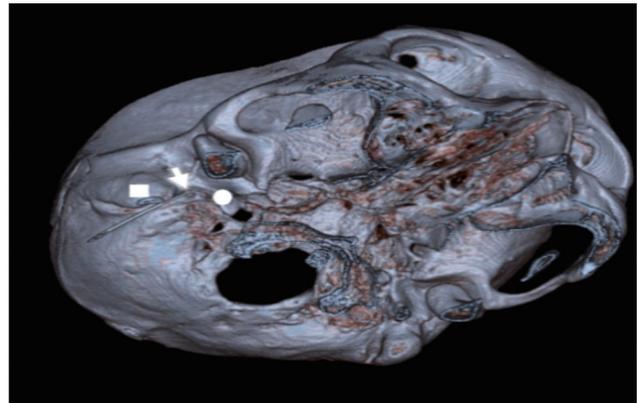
CT下经完骨穴穿刺方向(□为乳突,○为茎突,白色箭头为茎乳孔)
